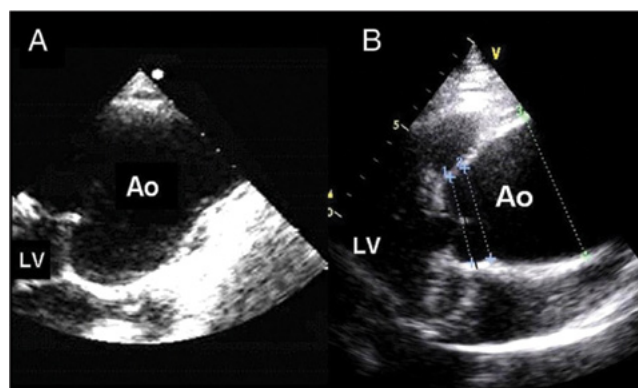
Proyección paraesternal de eje largo mediante ecocardiografía transtorácica. (A) Ectasia anuloaórtica con morfología piriforme. (B) Aneurisma de aorta ascendente localizado en la parte superior de la unión sinotubular.
